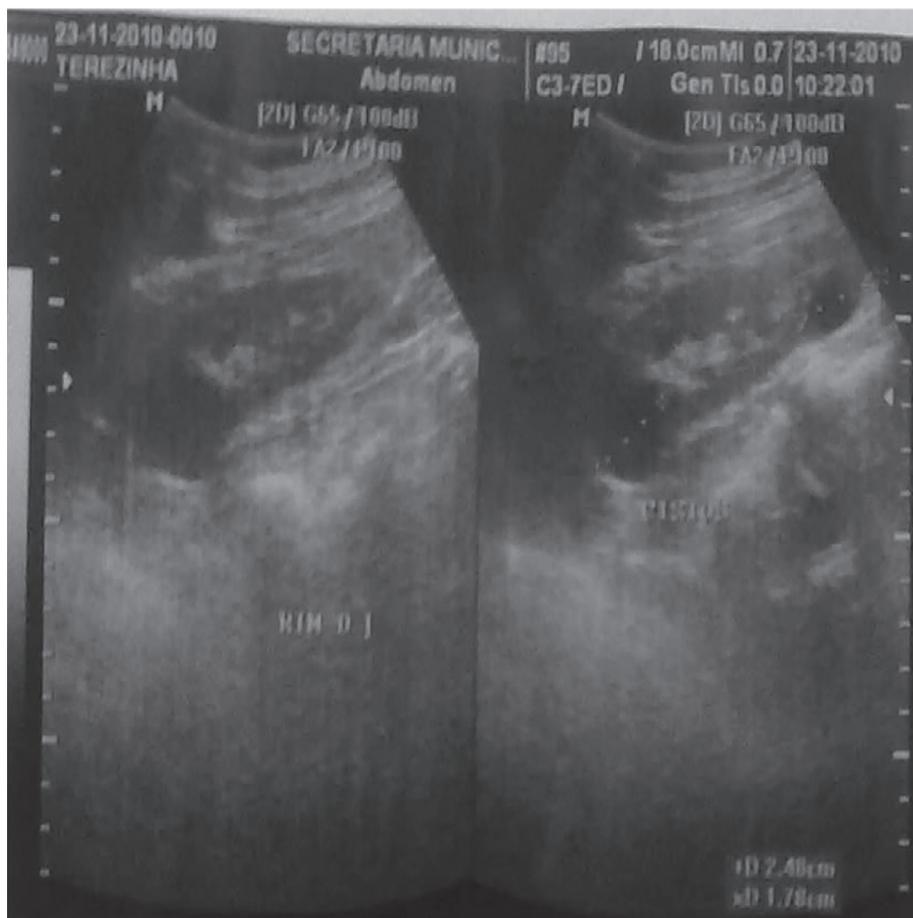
Ultrassonografia abdominal demonstrando os cistos renais.
